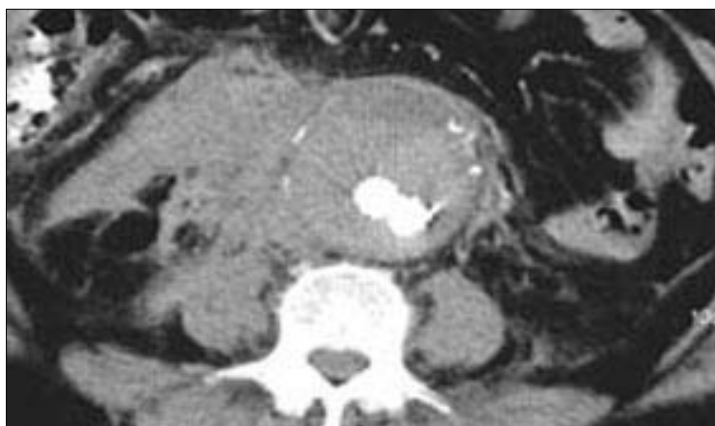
TAC postoperatoria con exclusión del aneurisma y sin que se aprecien fugas.
